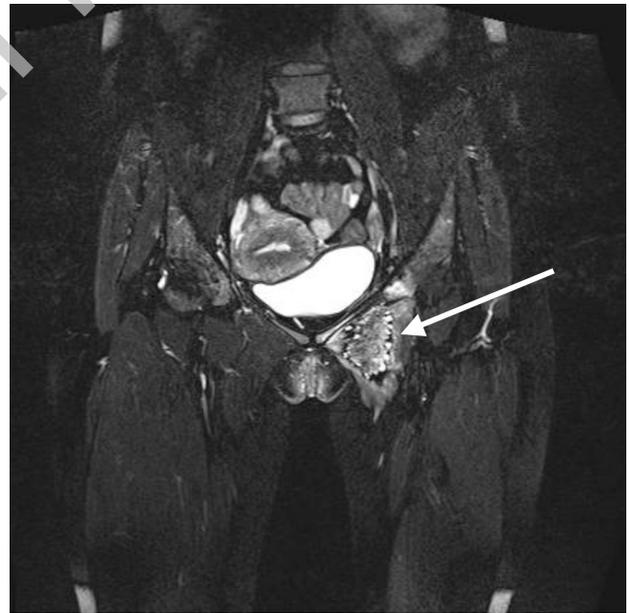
RM sequenza T2-pesata con soppressione del grasso. La freccia indica foci endometriosisi iperintensi per depositi di emoglobina. Evidente ipotrofia muscolare.
